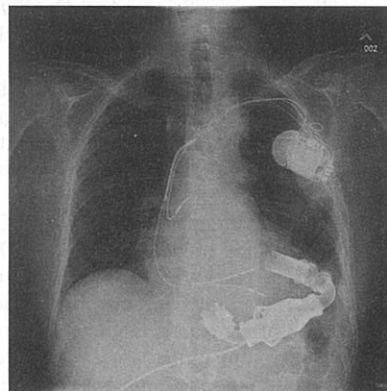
Radiografie toracică posteroanterioră a unui pacient cu DAVS și defibrilator implantat. Conductul către aorta proximală nu este vizibil radiografic. [Utilizată cu permisiunea Dr. Daniel Renner.]
